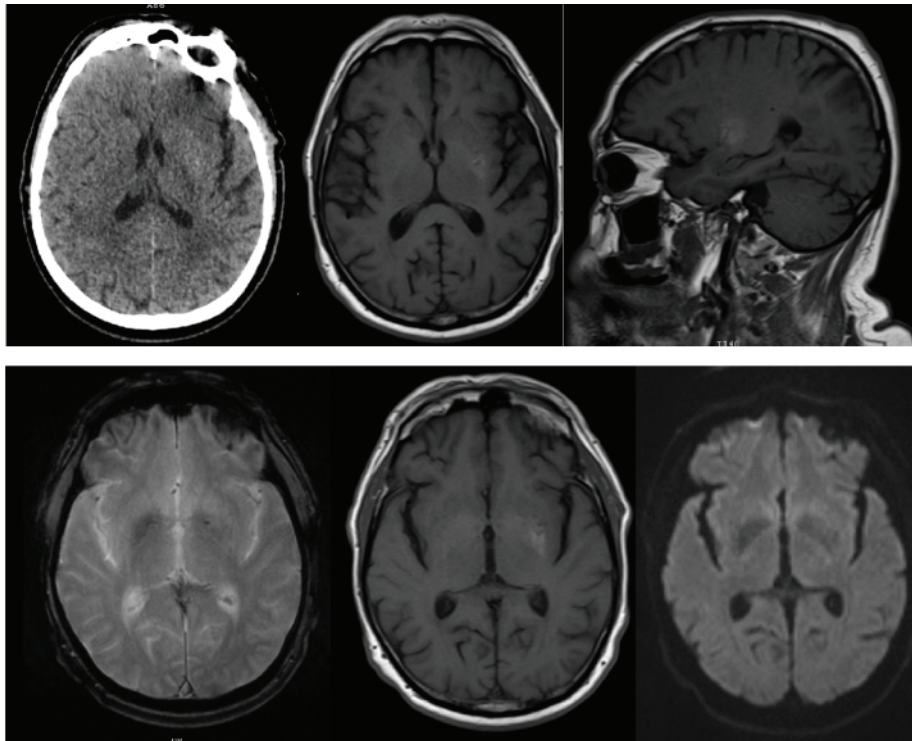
Tomografía computada (TC) y Resonancia magnética (RM) de cráneo. En la fila superior se muestra un corte axial de TC de cráneo y cortes axial y sagital en T1 (RM). En la fila inferior se muestran cortes axiales de secuencia ecogradiante, T1 y difusión (en orden de izquierda a derecha).
